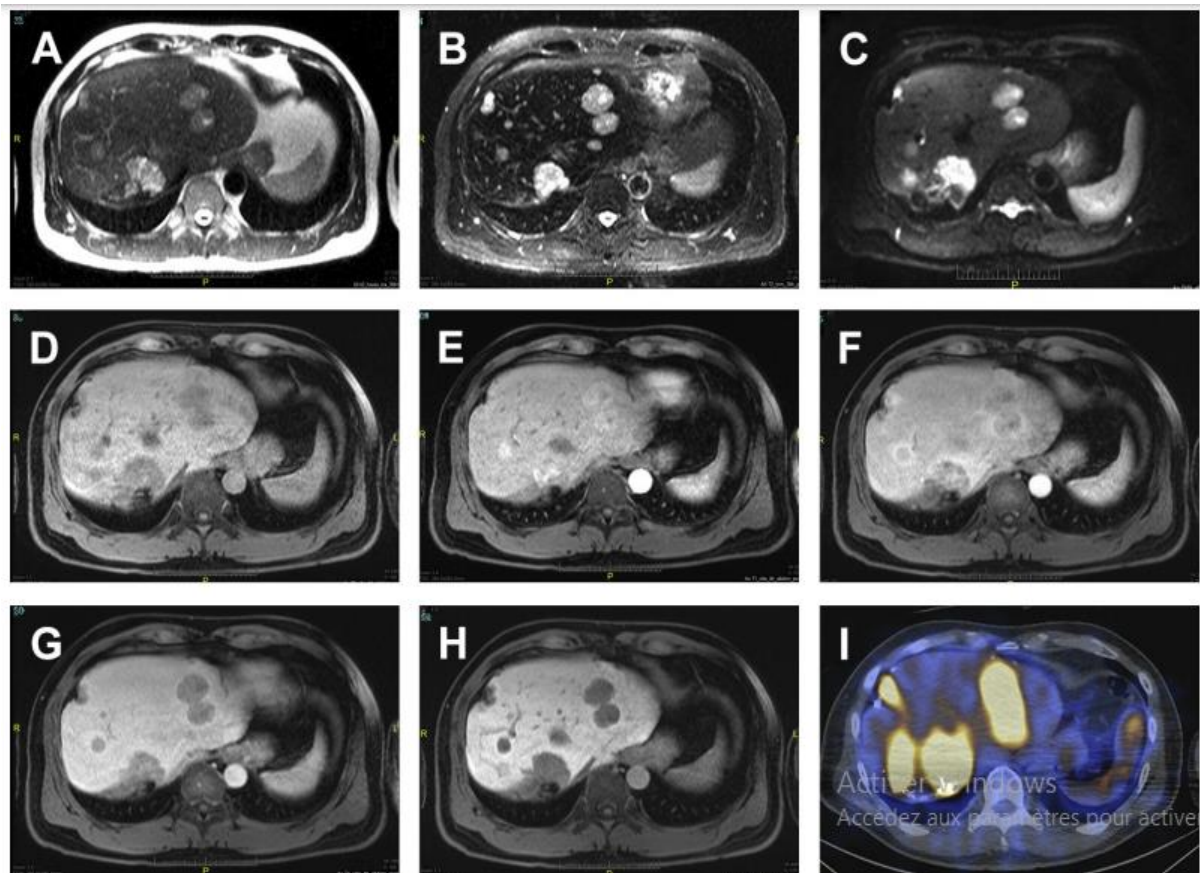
Imagerie IRM de lésions métastatiques hépatiques d'une tumeur neuroendocrine de l'intestin grêle. Des images de la même coupe axiale sont montrées. (A) Image pondérée en T2. (B) Image pondérée en T2 avec séquence d'amplitude à récupération d'inversion turbo (une méthode de suppression de la graisse). (C) Imagerie pondérée par diffusion. (D-H) Imagerie multiphase pondérée en T1 avec contraste intraveineux d'acide gadoxétique. (D) Image de pré-contraste. (E) Phase artérielle précoce. (F) Phase artérielle tardive (phase portale précoce). (G) Phase portale. (H) Phase hépatobiliaire. (I) Image de tomographie par émission monophotonique avec octréotide scan montrant la forte expression des récepteurs de la somatostatine dans ces lésions.[43]
